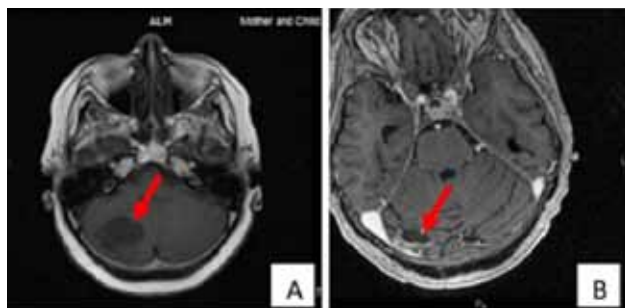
МРТ головного мозга с контрастным усилением, аксиальный срез, А (январь 2021 г.): контрольный очаг в правом полушарии мозжечка (красная стрелка), размерами 35×36 мм, с наличием солидного компонента, накапливающего контрастное вещество (А); В (декабрь 2021 г.): контрольный очаг в правом полушарии мозжечка (красная стрелка) неправильной формы, с наличием солидного компонента по периферии, без наличия перифокального отёка, размерами 24×14 мм (В)
